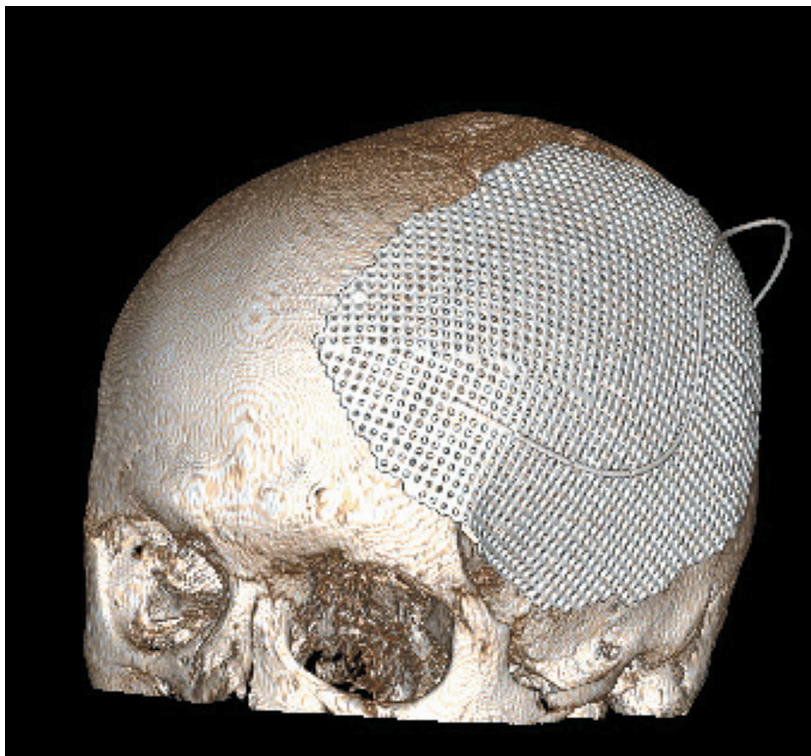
Компьютерная томография в 3D-реконструкции. Краниопластика, выполненная титановой пластиной. Индивидуальный имплант изготовлен с помощью 3D-печати
